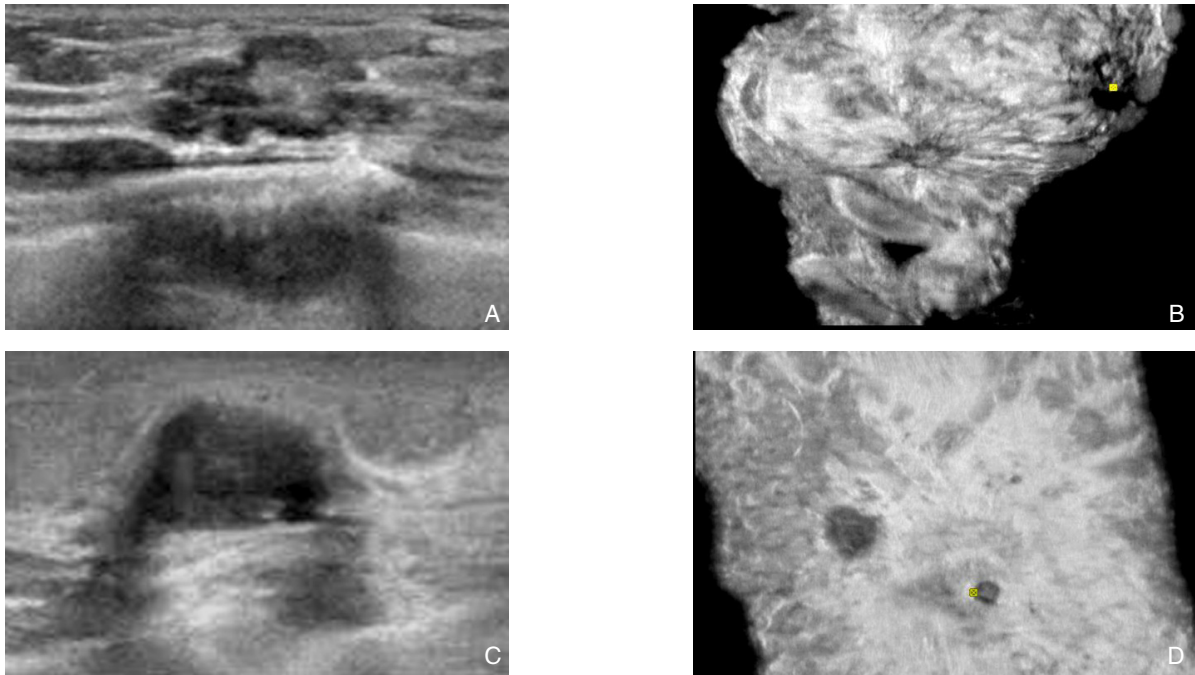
IDBC肿块的常规二维超声及ABVS图像 A: 常规二维超声显示乳腺肿块边界不清, 呈毛刺征; B: ABVS冠状面可见汇聚征; C: 二维超声示乳腺肿块边界清晰; D: ABVS冠状面乳腺肿块未见明显汇聚征
